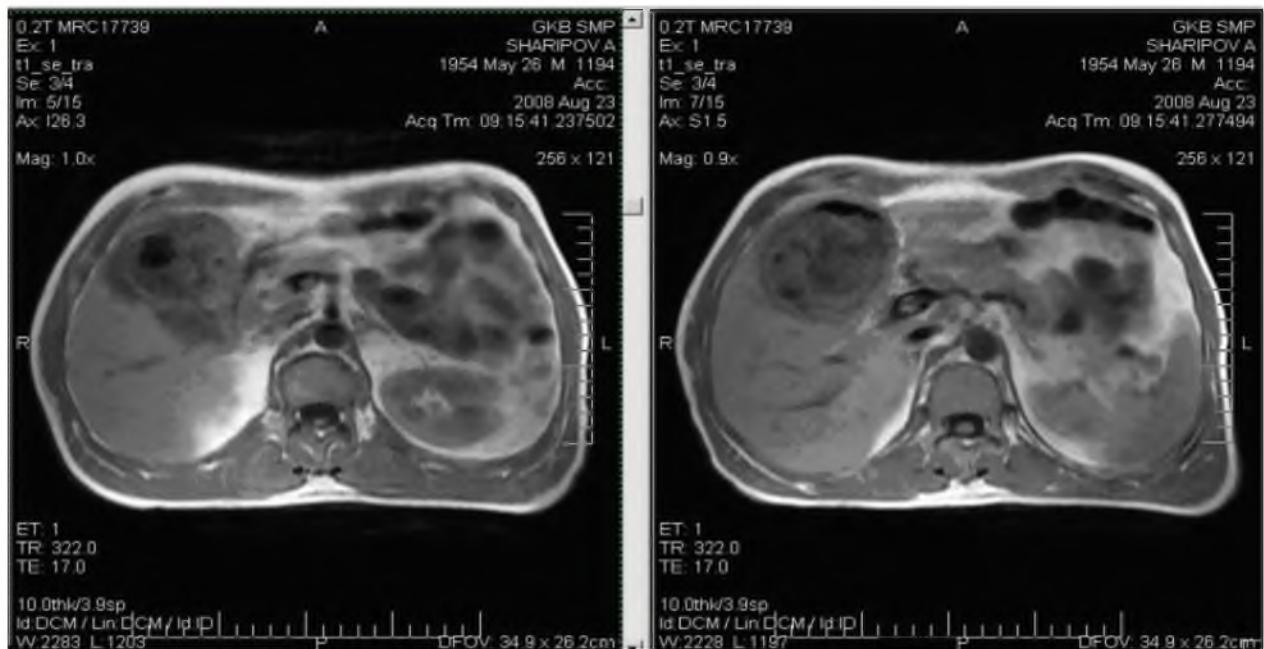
МРТ. НЭКП правой доли печени. Гипоинтенсивный сигнал от хитиновой оболочки, перегородчатых структур, двуслойность капсулы.
